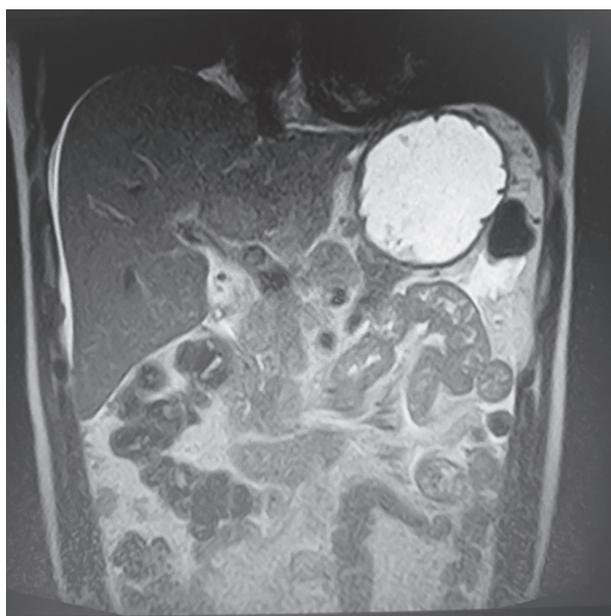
МРТ органов брюшной полости от 23.10.2018
